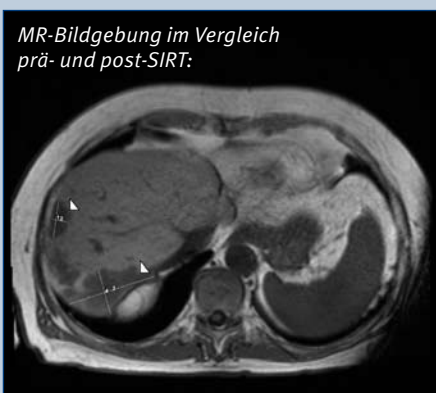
Axiale Magnetresonanztomografische Bildgebung der malignen Leberherde PRÄ-SIRT in T1w, 6/2008. Auf dieser Abbildung sind zwei repräsentative Leberläsionen mit den größten Durchmessern zu sehen (Pfeilspitzen).
